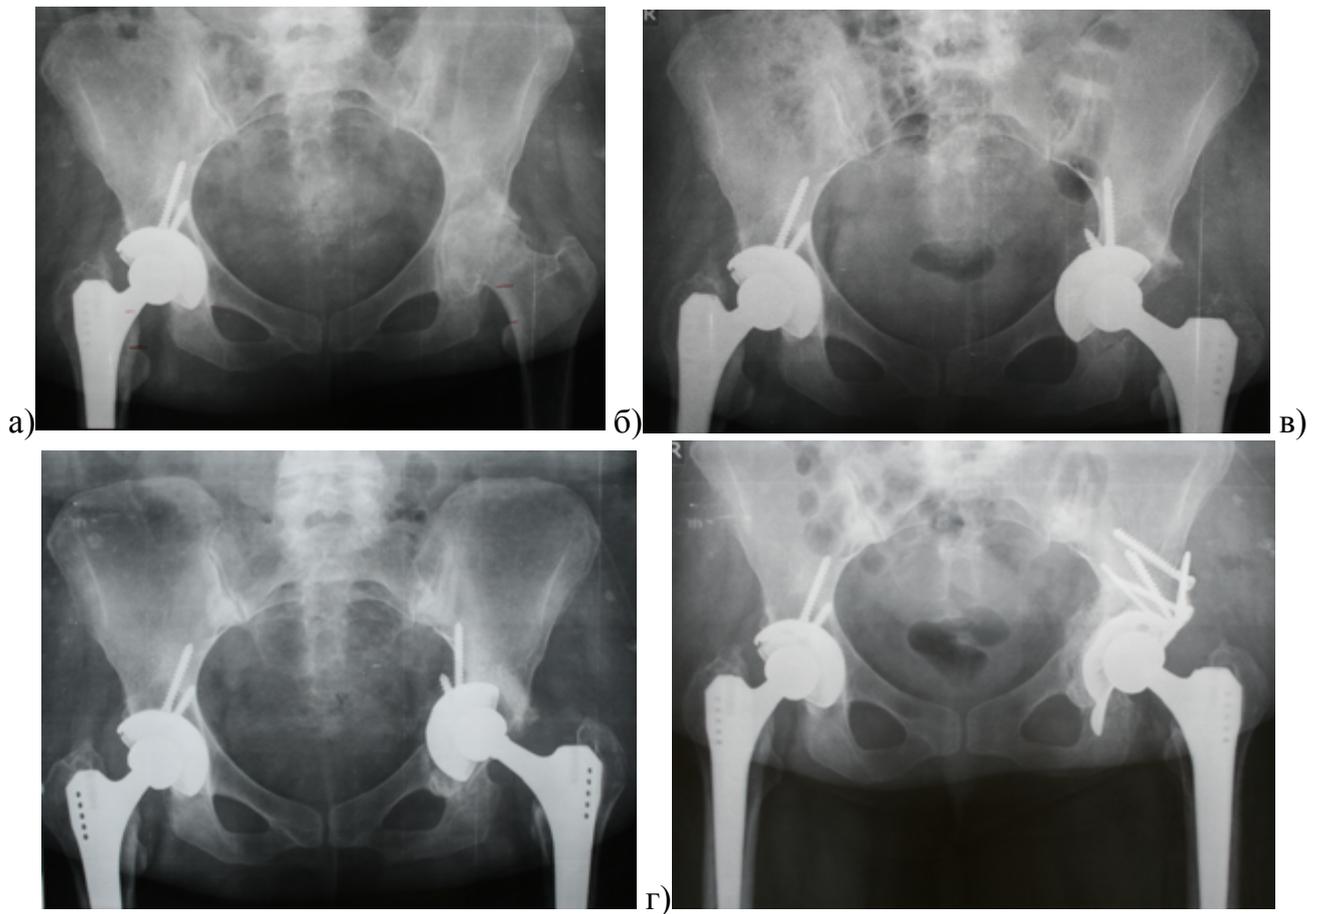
Рентгенограммы таза пациентки 41 года с двусторонним поражением тазобедренных суставов ревматоидным артритом: а) эндопротезирование справа годом ранее; б) при разработке впадины излишне ослаблена передняя стенка и дно впадины – фиксация двумя винтами недостаточна; в) через год после эндопротезирования слева асептическое расшатывание чашки; г) выполнена ревизия с костной пластикой дефекта и установкой кейджа Burch-Schneider
